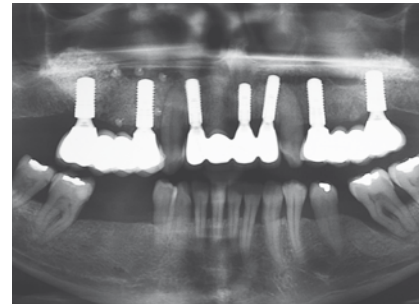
Contrôle radiographique.
